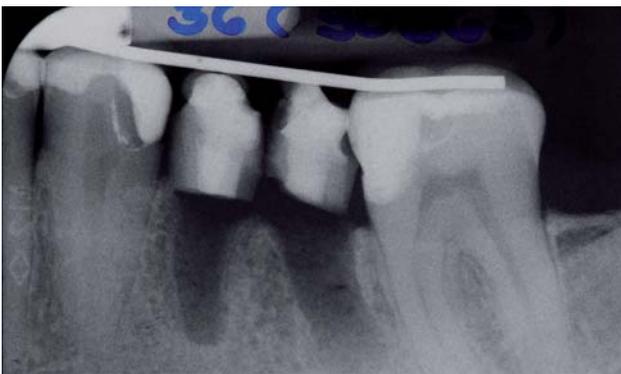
Röntgenkontrolle.
